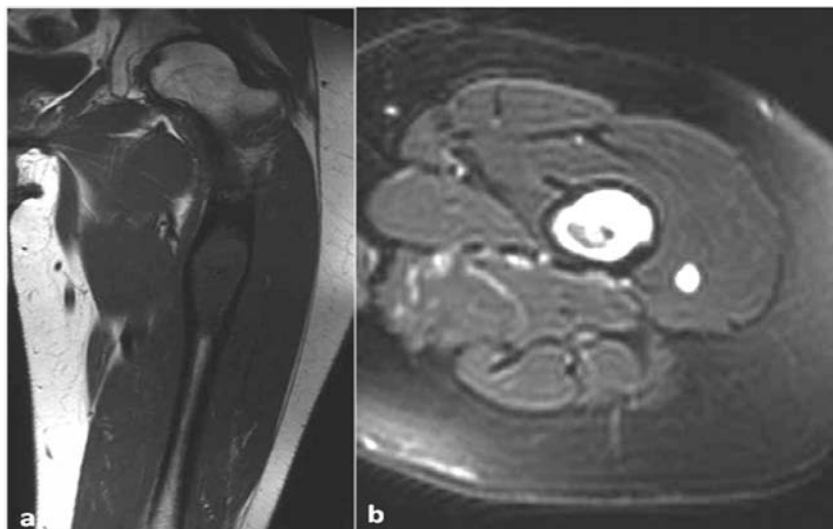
IRM des cuisses en coupe T1 coronale (a) et T2 FATSAT axiale (b) : Dysplasie fibreuse. Lésion fusiforme centromédullaire de la diaphyse fémorale en hyposignal T1 modéré et en hypersignal intense T2 FATSAT, responsable d'un élargissement médullaire au même niveau.
